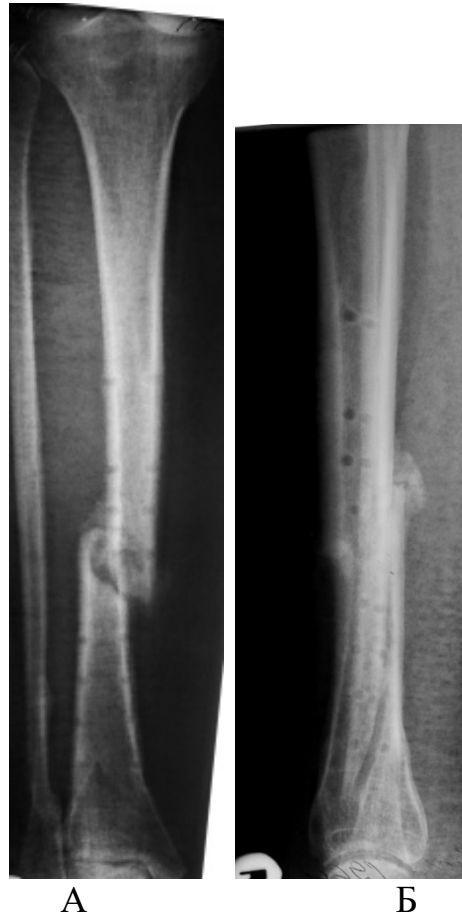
Пациентка О., 48 лет. Рентгенограмма псевдоартроза диафиза большеберцовой кости, неправильно сросшегося перелома малоберцовой кости
